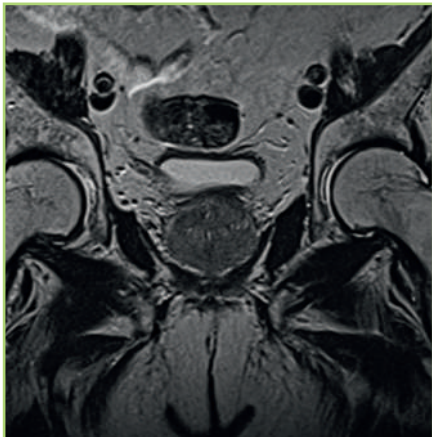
МРТ от 10.01.25 г. Ранее выявленное образование в периферической зоне правой доли предстательной железы не определяется [предоставлено авторами] / Magnetic resonance imaging from 10.01.25 г. A previously identified formation in the peripheral zone of the right lobe of the prostate gland is not detected [provided by the authors]
